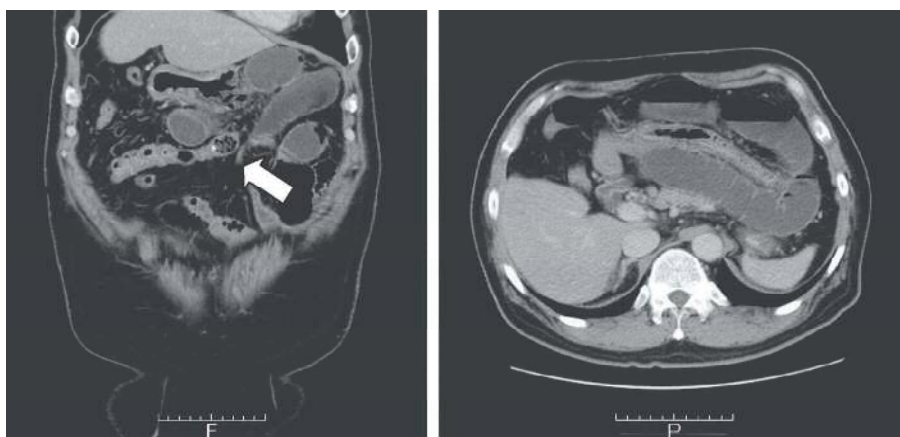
Abdominal CT shows
